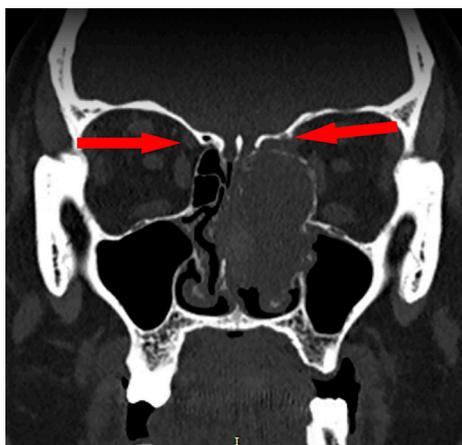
КТ новообразования решетчатой кости. Отчетливо визуализируется расширенная питающая передняя решетчатая артерия слева (указано стрелками)
